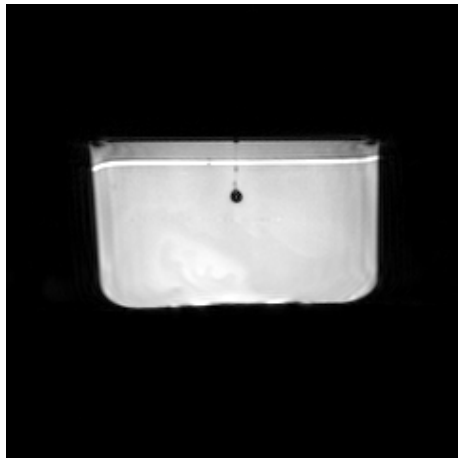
Fantôme conique imagé par un IRM Philips ®Achieva X TM3.0T, avec un temps d'écho de 14.0 ms.
